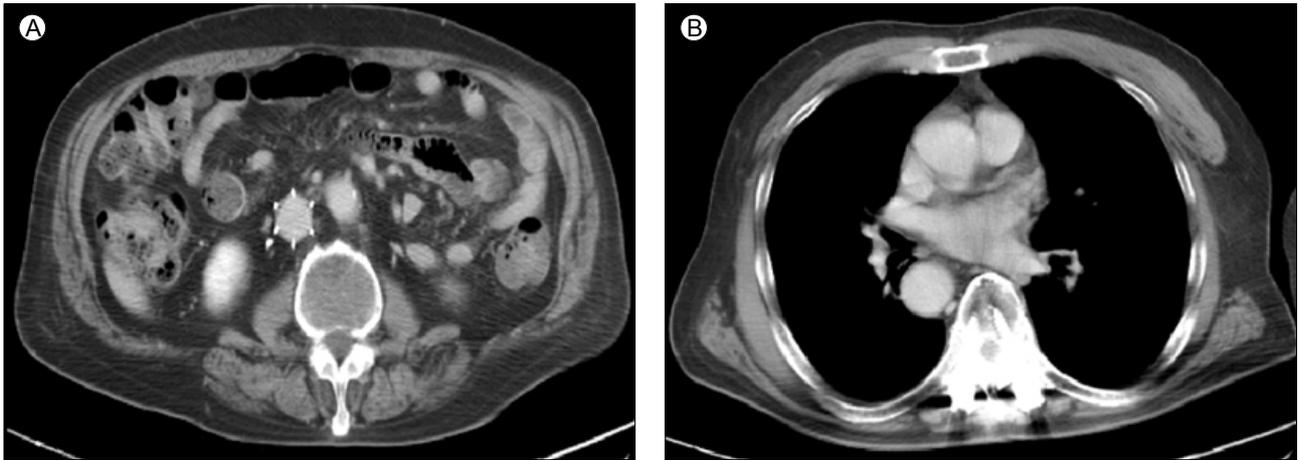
Follow up computed tomography finding (abdomen and chest). (A) After 1 month, abdominal computed tomography venography indicated no recurrent thrombosis at the inferior vena cava filter. (B) No evidence of a pulmonary embolism was observed.
